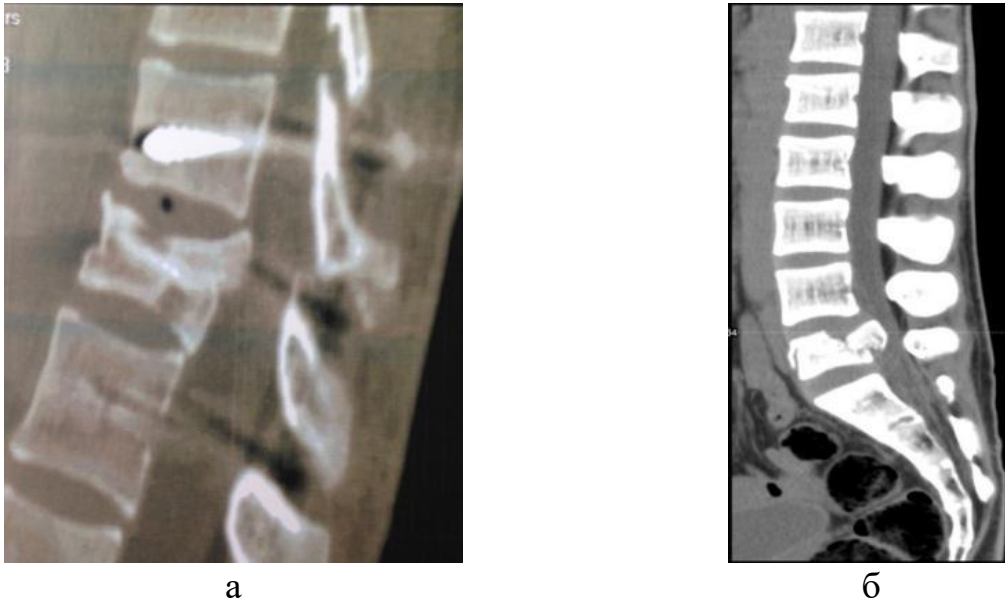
Варіанти фрагментації тіла хребця за умов вибухового перелому типу А 3.1. Томограми: а) хворої М., історія хвороби № 92622, задньо-верхній край тіла хребця відколюється від фрагментованої верхньої частини; б) хворого О., історія хвороби № 93315, ізолюваний перелом задньо-верхньої частини тіла хребця
